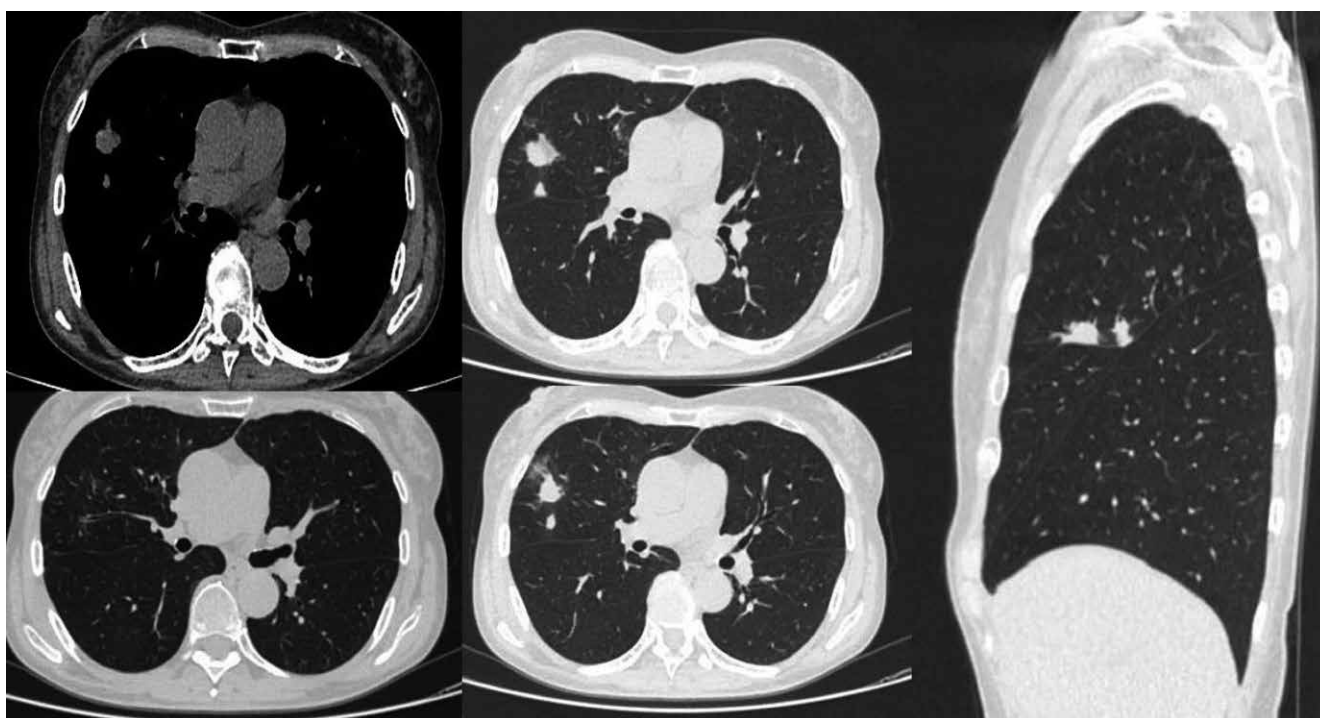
КТ-сканы в легочном и мягкотканном окне пациента с микобактериозом, вызванным *M. avium*. В S₃ правого легкого визуализируется инфильтрат однородной структуры размером 24 мм в аксиальной проекции с очагами в окружающей ткани
